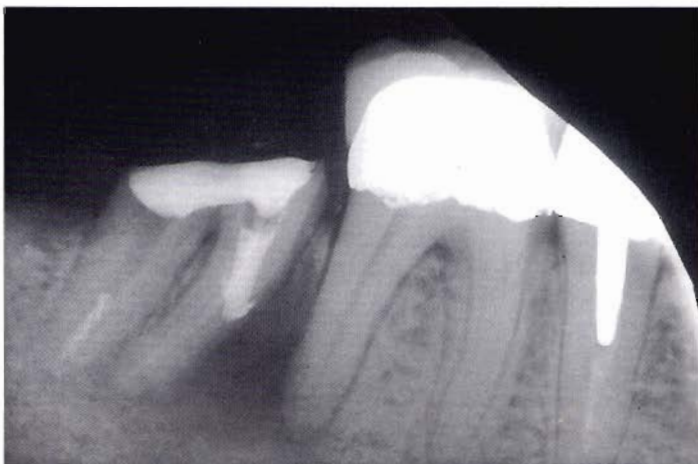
d - Radiografia di controllo durante l'intervento chirurgico deciso per eliminare il cemento di tipo protesico presente nella zona della lesione. Durante l'intervento si esegue soltanto una brunitura a freddo della gutta-percha nel punto della perforazione. Si è scelta questa strategia di intervento perché la preparazione e l'otturazione della perforazione per via chirurgica avrebbe potuto presentare difficoltà di accesso e rischio di compromissione dell'attacco parodontale che si trova molto vicino alla lesione.
